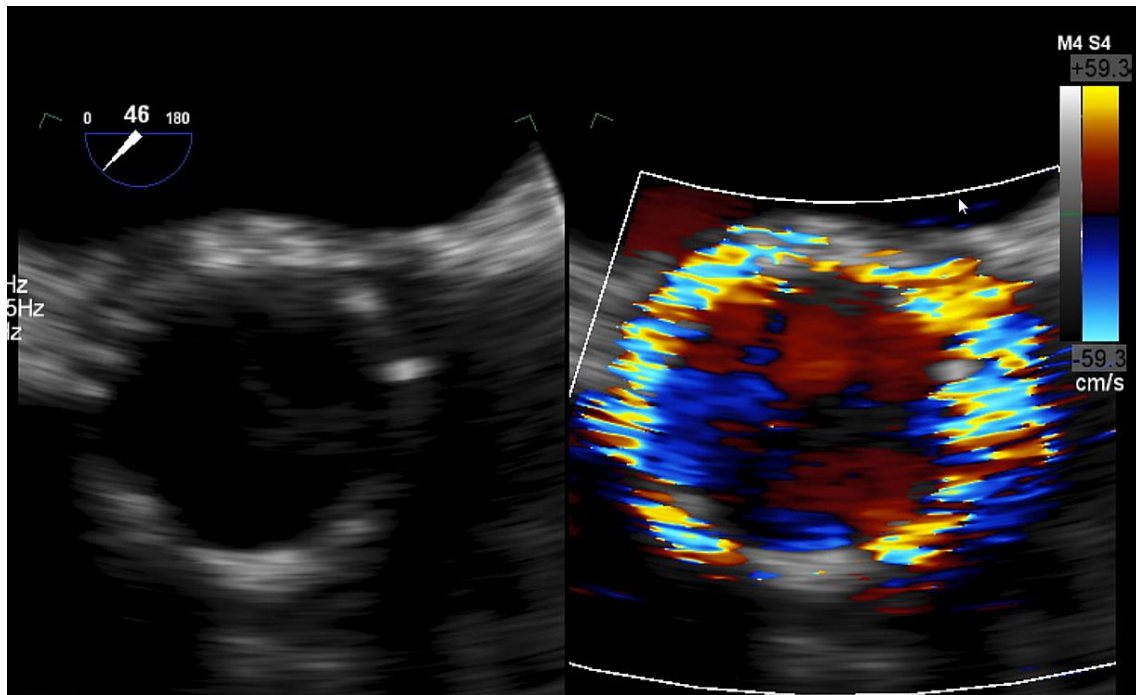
Paravalvuläre zirkuläre Aortenklappeninsuffizienz nach TAVI- Implantation in der transösophagealen Echokardiografie (aufgenommen im Klinikum der Universität München, Großhadern)
